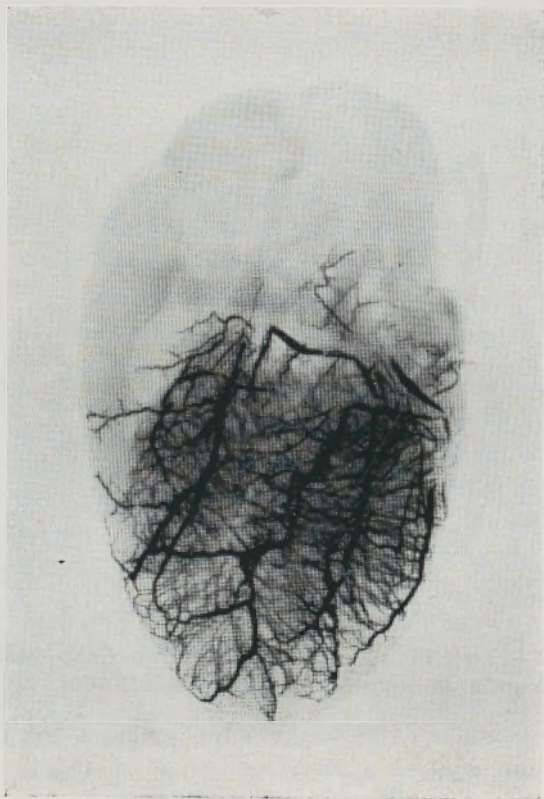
Repleção e radiografia ântero-posterior da coronária cardíaca esquerda do *canis familiaris* (Obs. 27).
